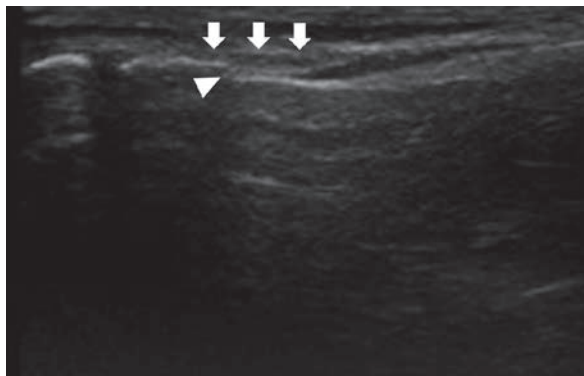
19歳、女性。バレエダンサー。超音波検査Bモードで第2中足骨基部疲労骨折が認められた。白矢頭：骨皮質の不連続。白矢印：周囲軟部組織の腫脹。
